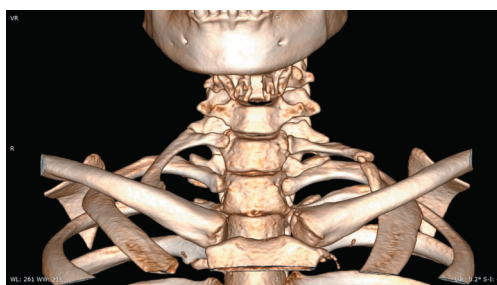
Объемная 3D-реконструкция, полученная при проведении компьютерной томографии шейного отдела позвоночного столба. Визуализируются двусторонние добавочные ребра на уровне C₇ (<https://radiopaedia.org/cases/cervical-rib-12?lang=us>)
